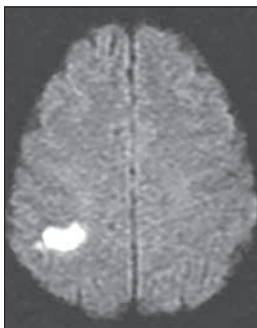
RMN diffusione.
